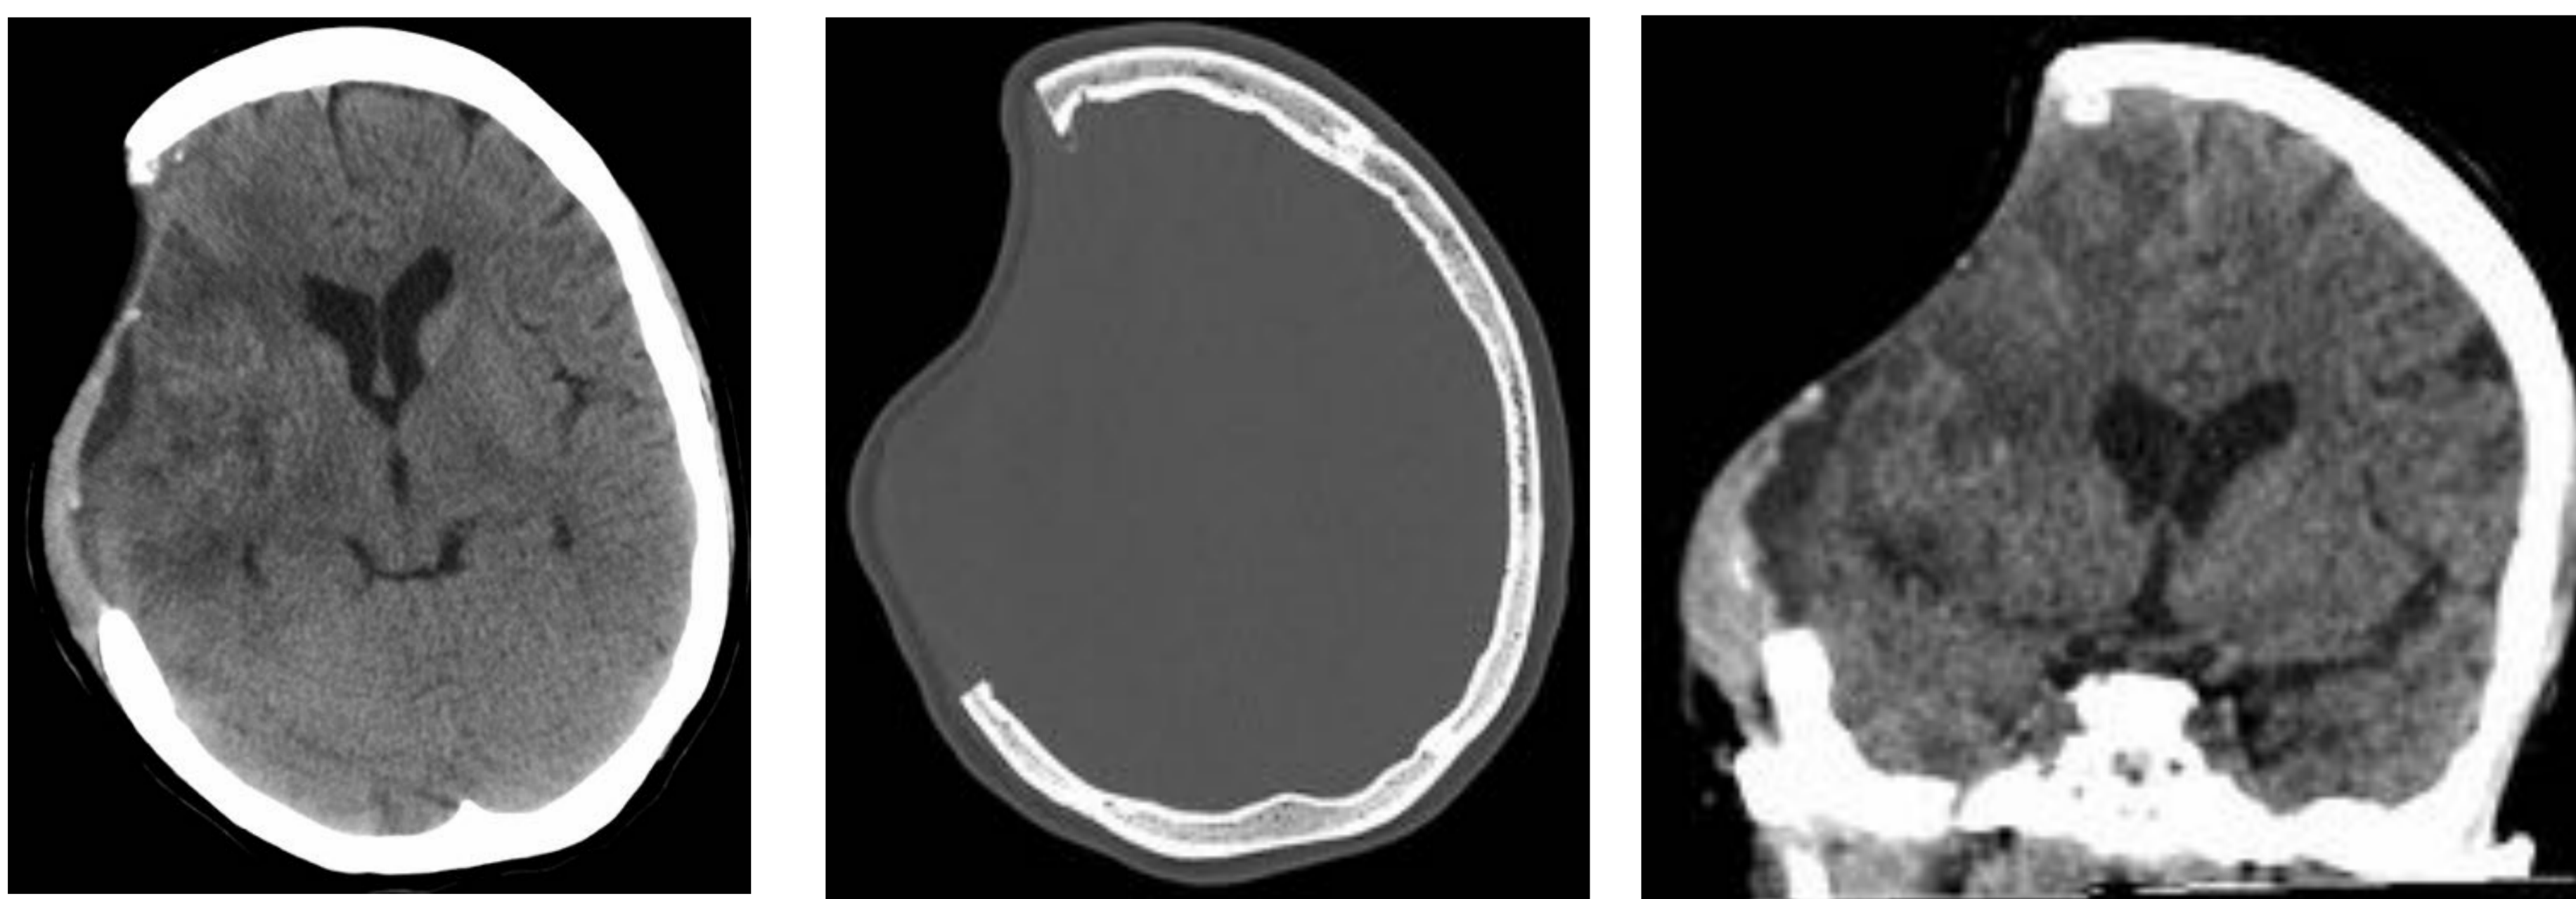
68 (cortes axiales TC) y 69 (corte coronal TC): craniectomía fronto-parieto-temporal derecha con hundimiento del parénquima subyacente. Infarto de la ACM derecha con microtransformación hemorrágica.
